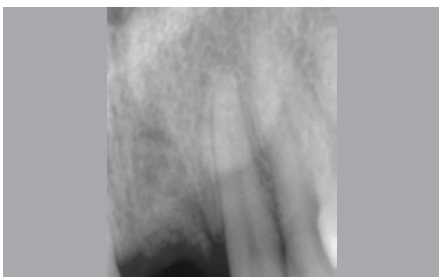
Einzelröntgenaufnahme nach Extraktion und Socket Preservation.
